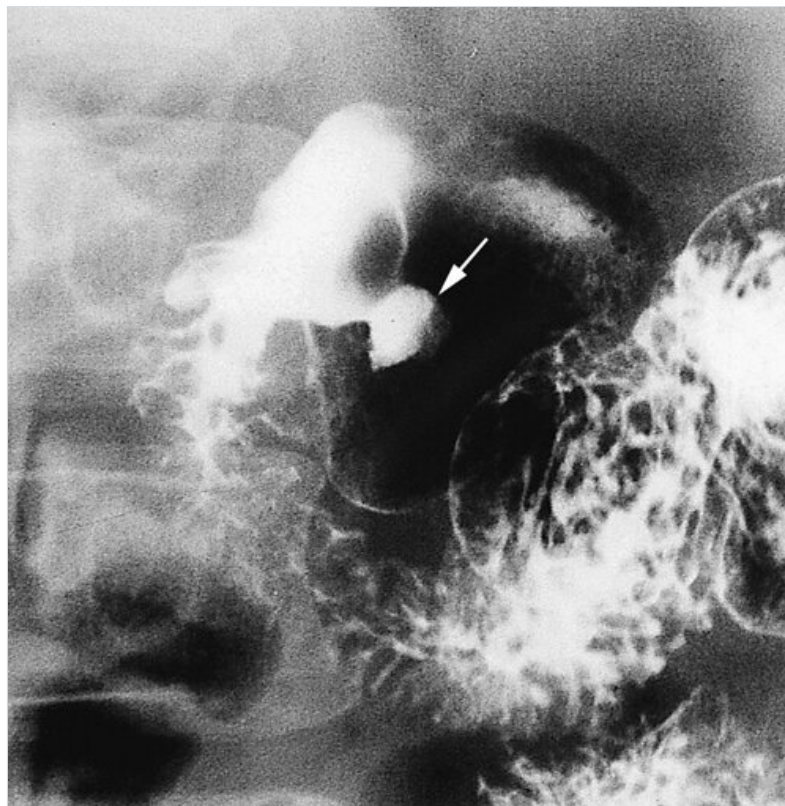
Úlcera duodenal: radiología (a) Serie GI superior en la que se usa doble contraste (bario y aire), que muestra una colección redondeada de bario en una úlcera (flecha) en el bulbo duodenal de un paciente con dispepsia (úlcera duodenal no complicada). (b) Radiografía de tórax de pie que muestra aire por debajo del hemidiafragma derecho (neumoperitoneo) de un paciente con abdomen agudo por una úlcera duodenal perforada.
